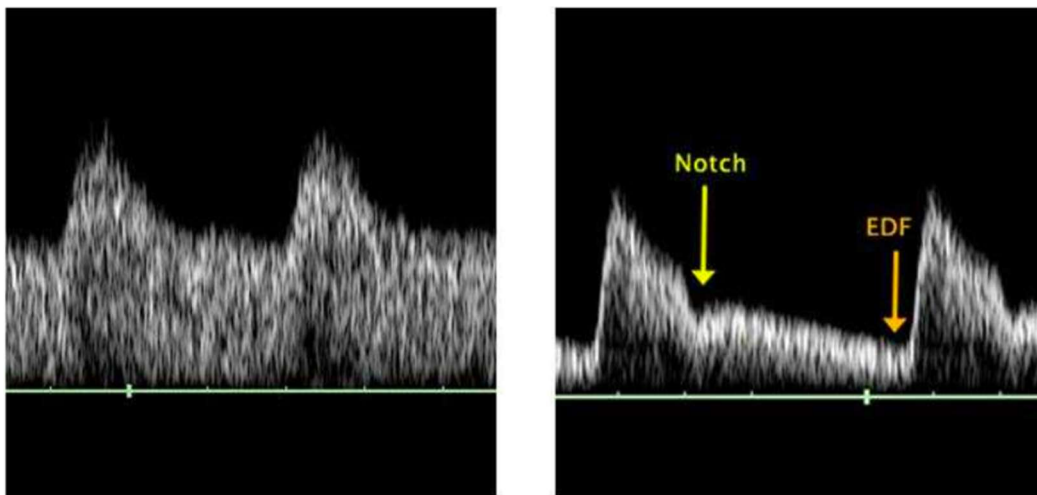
a : Technique transabdominale pour obtenir la forme d'onde de l'artère utérine au croisement avec l'artère iliaque. b : Doppler de l'artère utérine à 28 semaines d'aménorrhée chez une femme ayant une grossesse normale (à gauche) et chez une femme souffrant de prééclampsie, montrant un " notch " persistant et un faible débit en fin de diastole (à droite).
